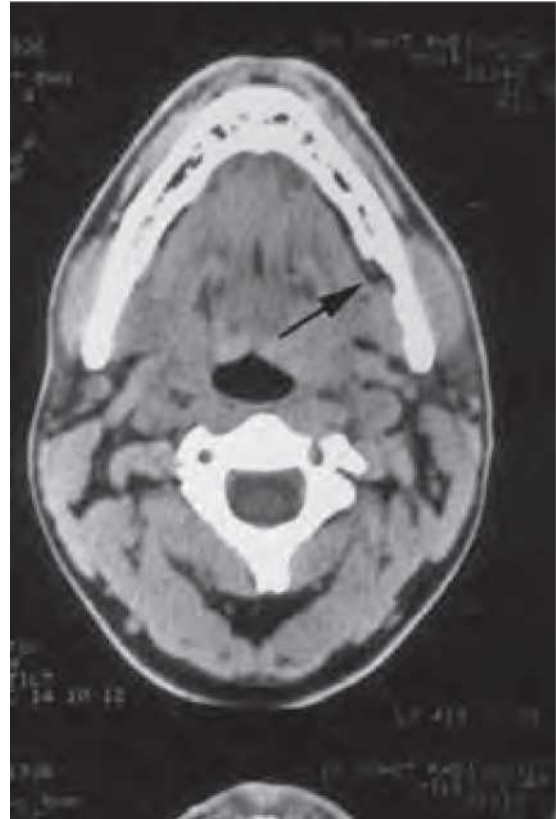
Tomografie computerizată (CT), vedere axială, a mandibulei, care relevă un defect lingual mandibular ce corespunde diagnosticului de chist osos static.
